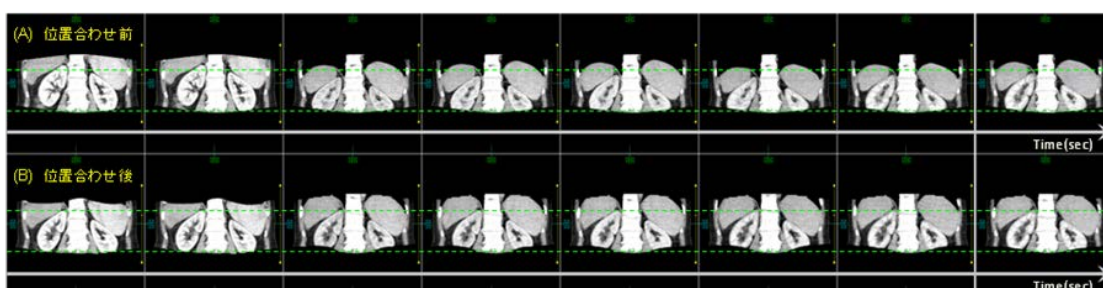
位置あわせ前後CT像(臨床画像:神戸大学殿ご提供)
